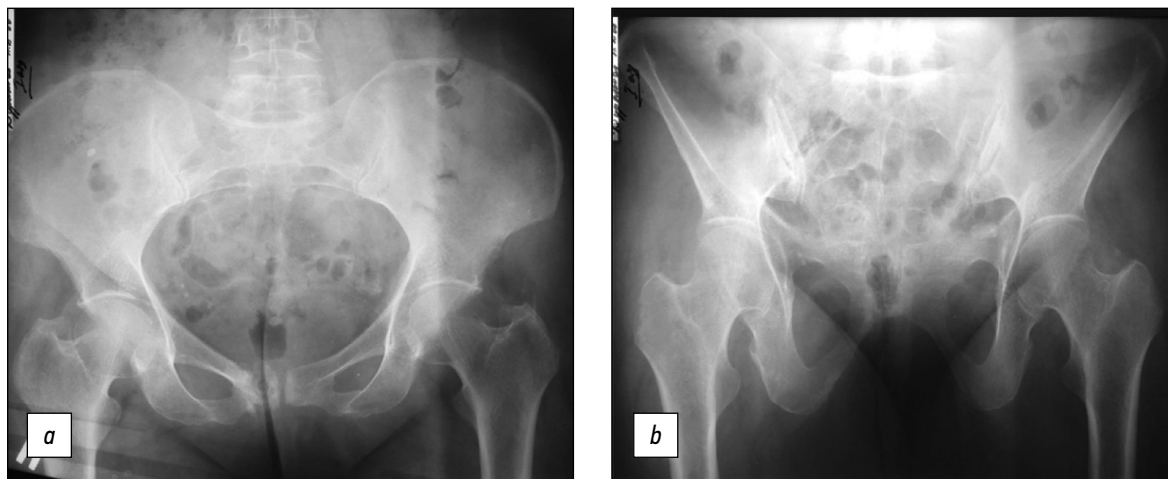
Пациентка Д., 60 лет. На рентгенограммах видны перелом правой лобковой кости, признаки узурации лонного сочленения. *a* — переднезадняя проекция, *b* — краниальная проекция.
